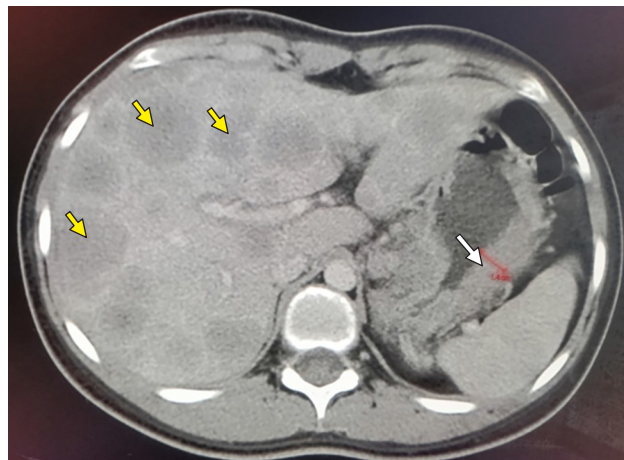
Tomografía computarizada abdominal con contraste que muestra engrosamiento difuso marcado de la pared gástrica, comprometiendo la curvatura mayor, la curvatura menor y el fundus (flecha blanca). Se evidencia hepatomegalia con múltiples lesiones hipodensas dispersas en el parénquima hepático, de tamaños que varían desde subcentimétricos hasta 37 mm, predominando en el segmento VIII (flechas amarillas).
